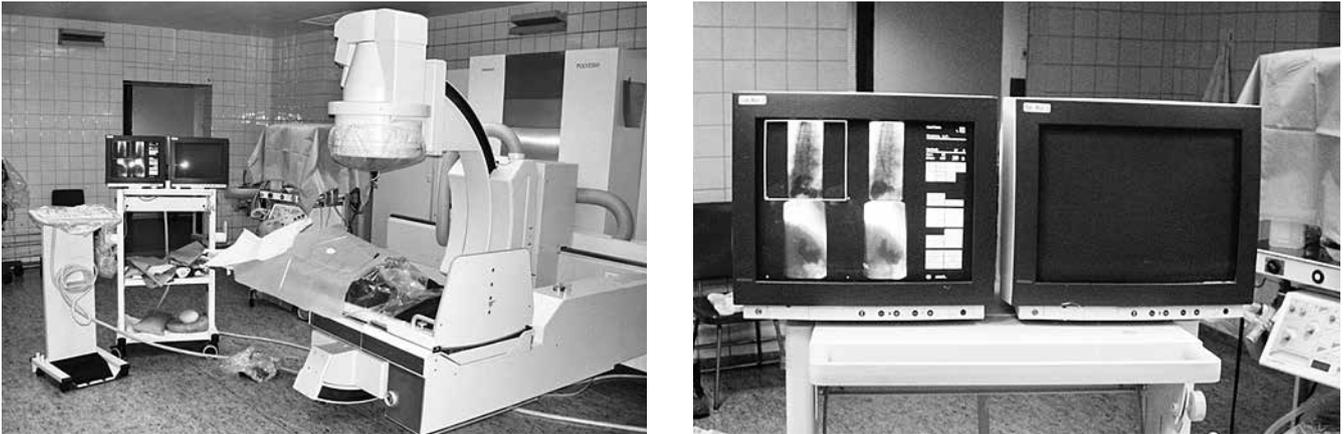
Рентгенохирургическая операционная с эндоскопической стойкой
